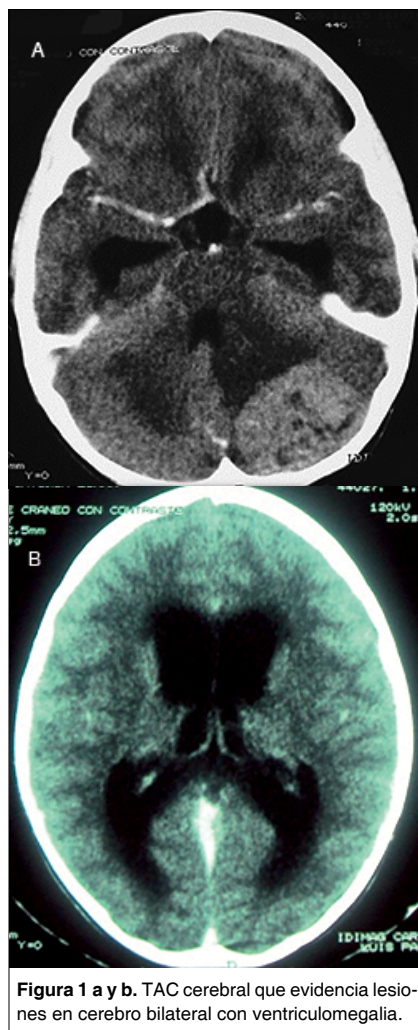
a y b. TAC cerebral que evidencia lesiones en cerebro bilateral con ventriculomegalia.
